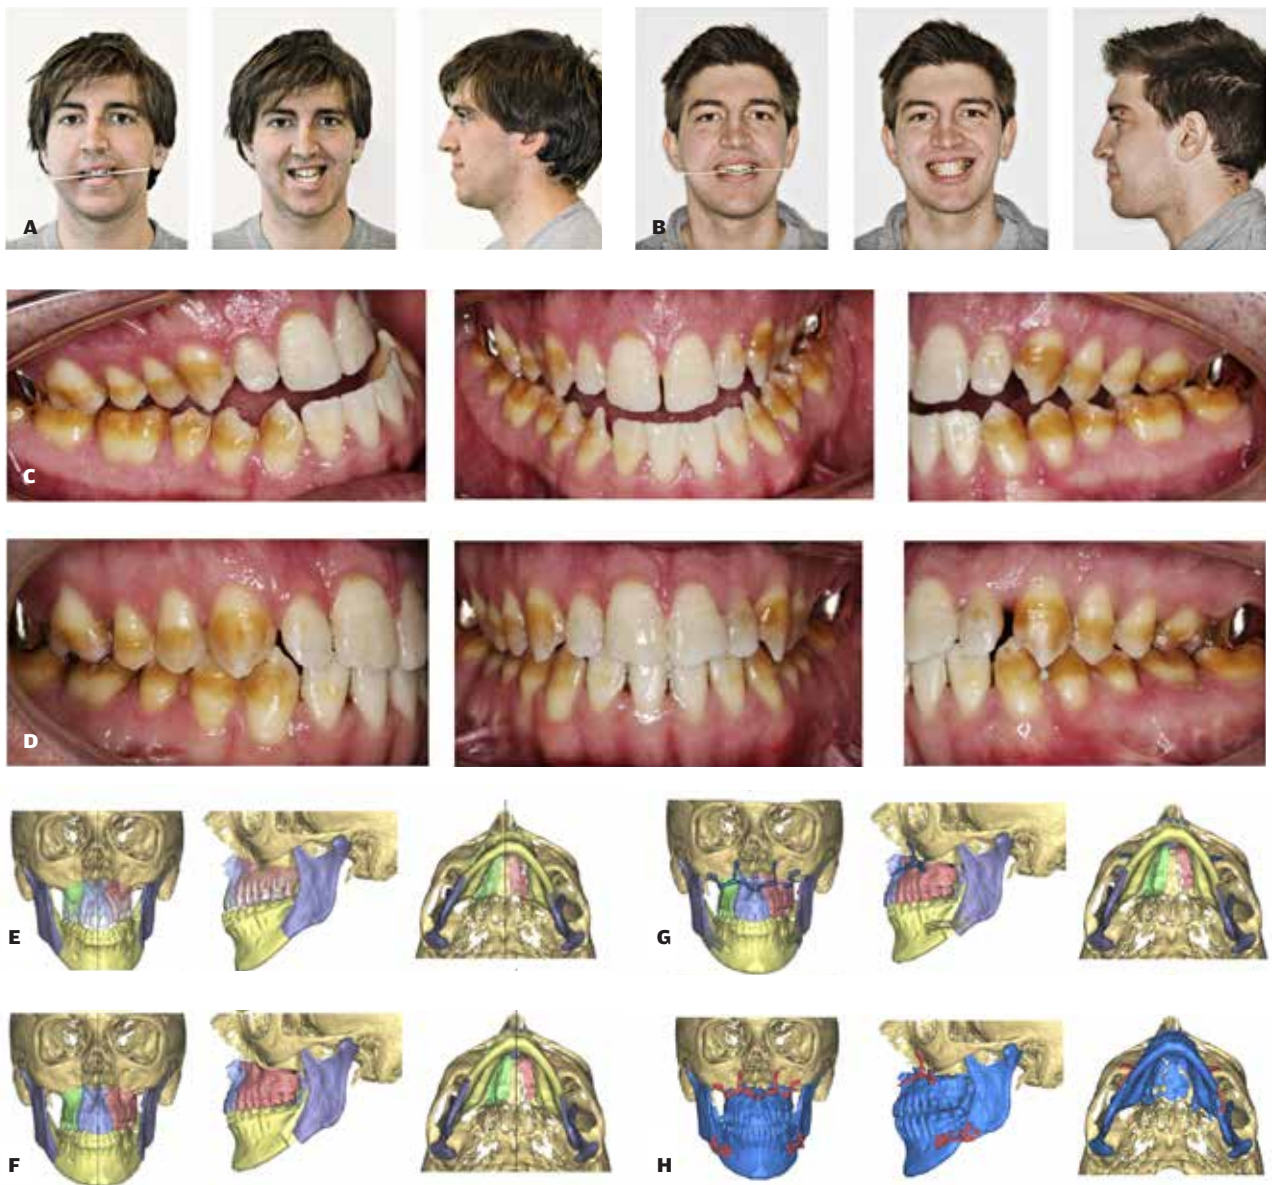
A. Patient med sagittal, vertikal og transversel basal afvigelse ekstraoralt før opstart af behandling. Patienten bliver opereret som det første, og den ortodontiske behandling foretages udelukkende postkirurgisk. B. Patienten ekstraoralt efter seponering af det faste apparatur. C. Patienten intraoralt før opstart af behandling. Her bemærkes små lateraler. D. Patienten efter seponering af det faste apparatur, hvor der ses neutral okklusion i alle tre planer. Patienten er afsluttet med diastema distalt 2+2 grundet diskrepans i tandstørrelserne (Bolton diskrepans). E. Segmenteret CBCT af ansigtskraniet før behandlingsopstart. F. Segmenteret CBCT med simulering af de kirurgiske flytninger. G. Segmenteret CBCT af planlagte patientspecifikke implantater. H. Segmenteret CBCT af resultat efter kirurgi og ortodonti tre mdr. postoperativt.
